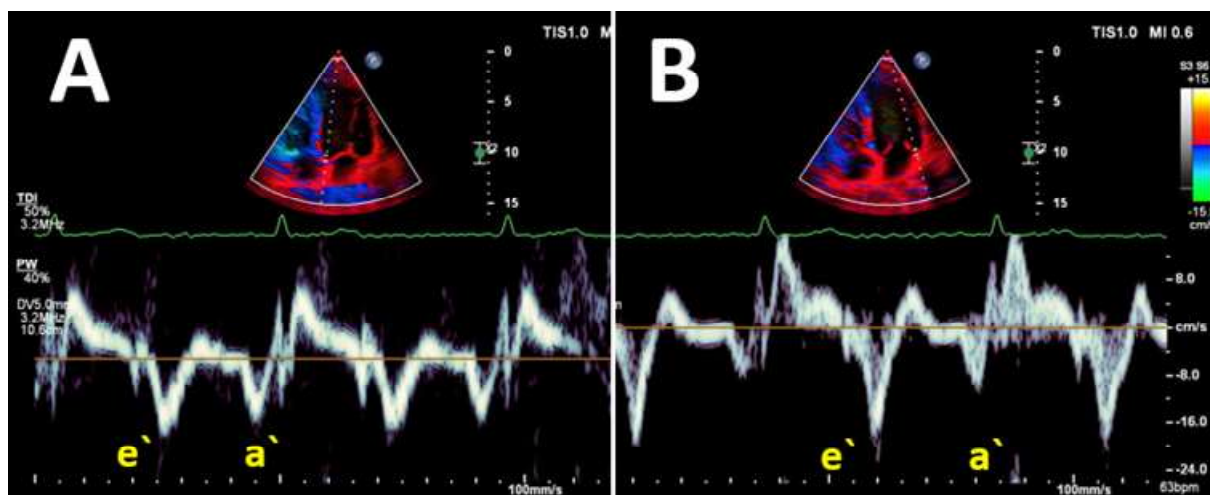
Gewebedoppler des septalen (A) und lateralen (B) Mitralklappenannulus. Bestimmung der Geschwindigkeiten e' und a' .
